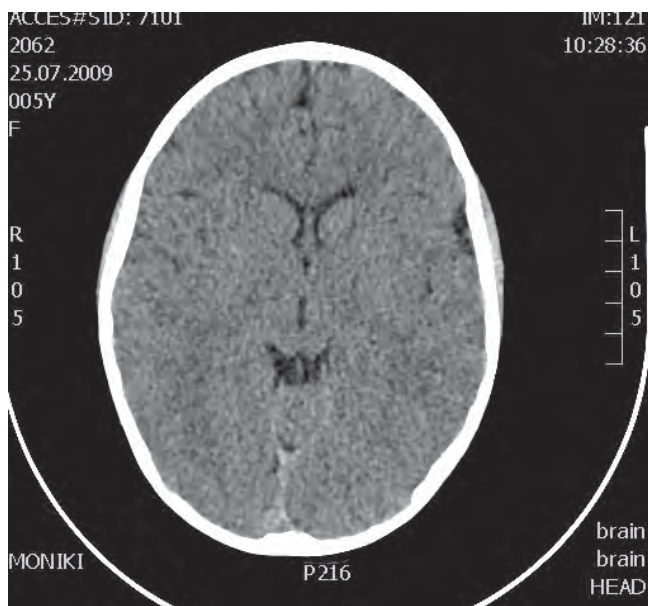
КТ головного мозга пациентки Б.
